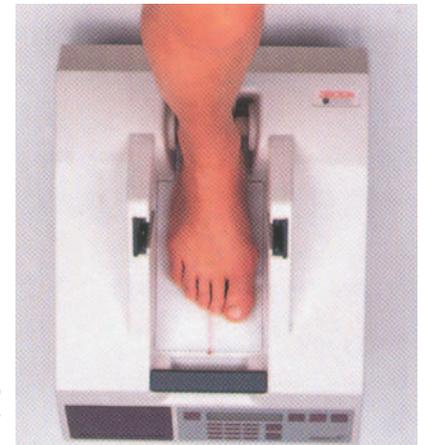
Imagen de un aparato de ultrasonografía cuantitativa (QUS).
